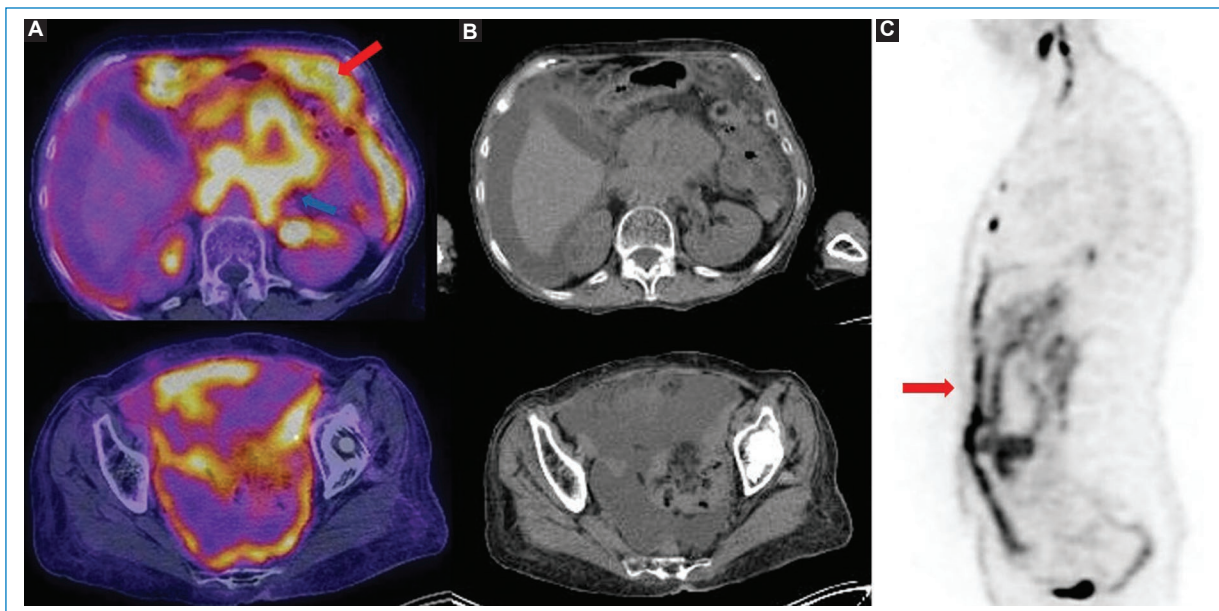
Varón de 71 años con linfoma difuso de células B de reciente diagnóstico, con LP, la cual presenta un patrón difuso de compromiso peritoneal (flecha roja), con adenomegalias hipermetabólicas (flecha azul) y líquido libre abdominal. Imágenes axiales de fusión PET-TC (A), TC (B) y corte sagital en MIP (C).
